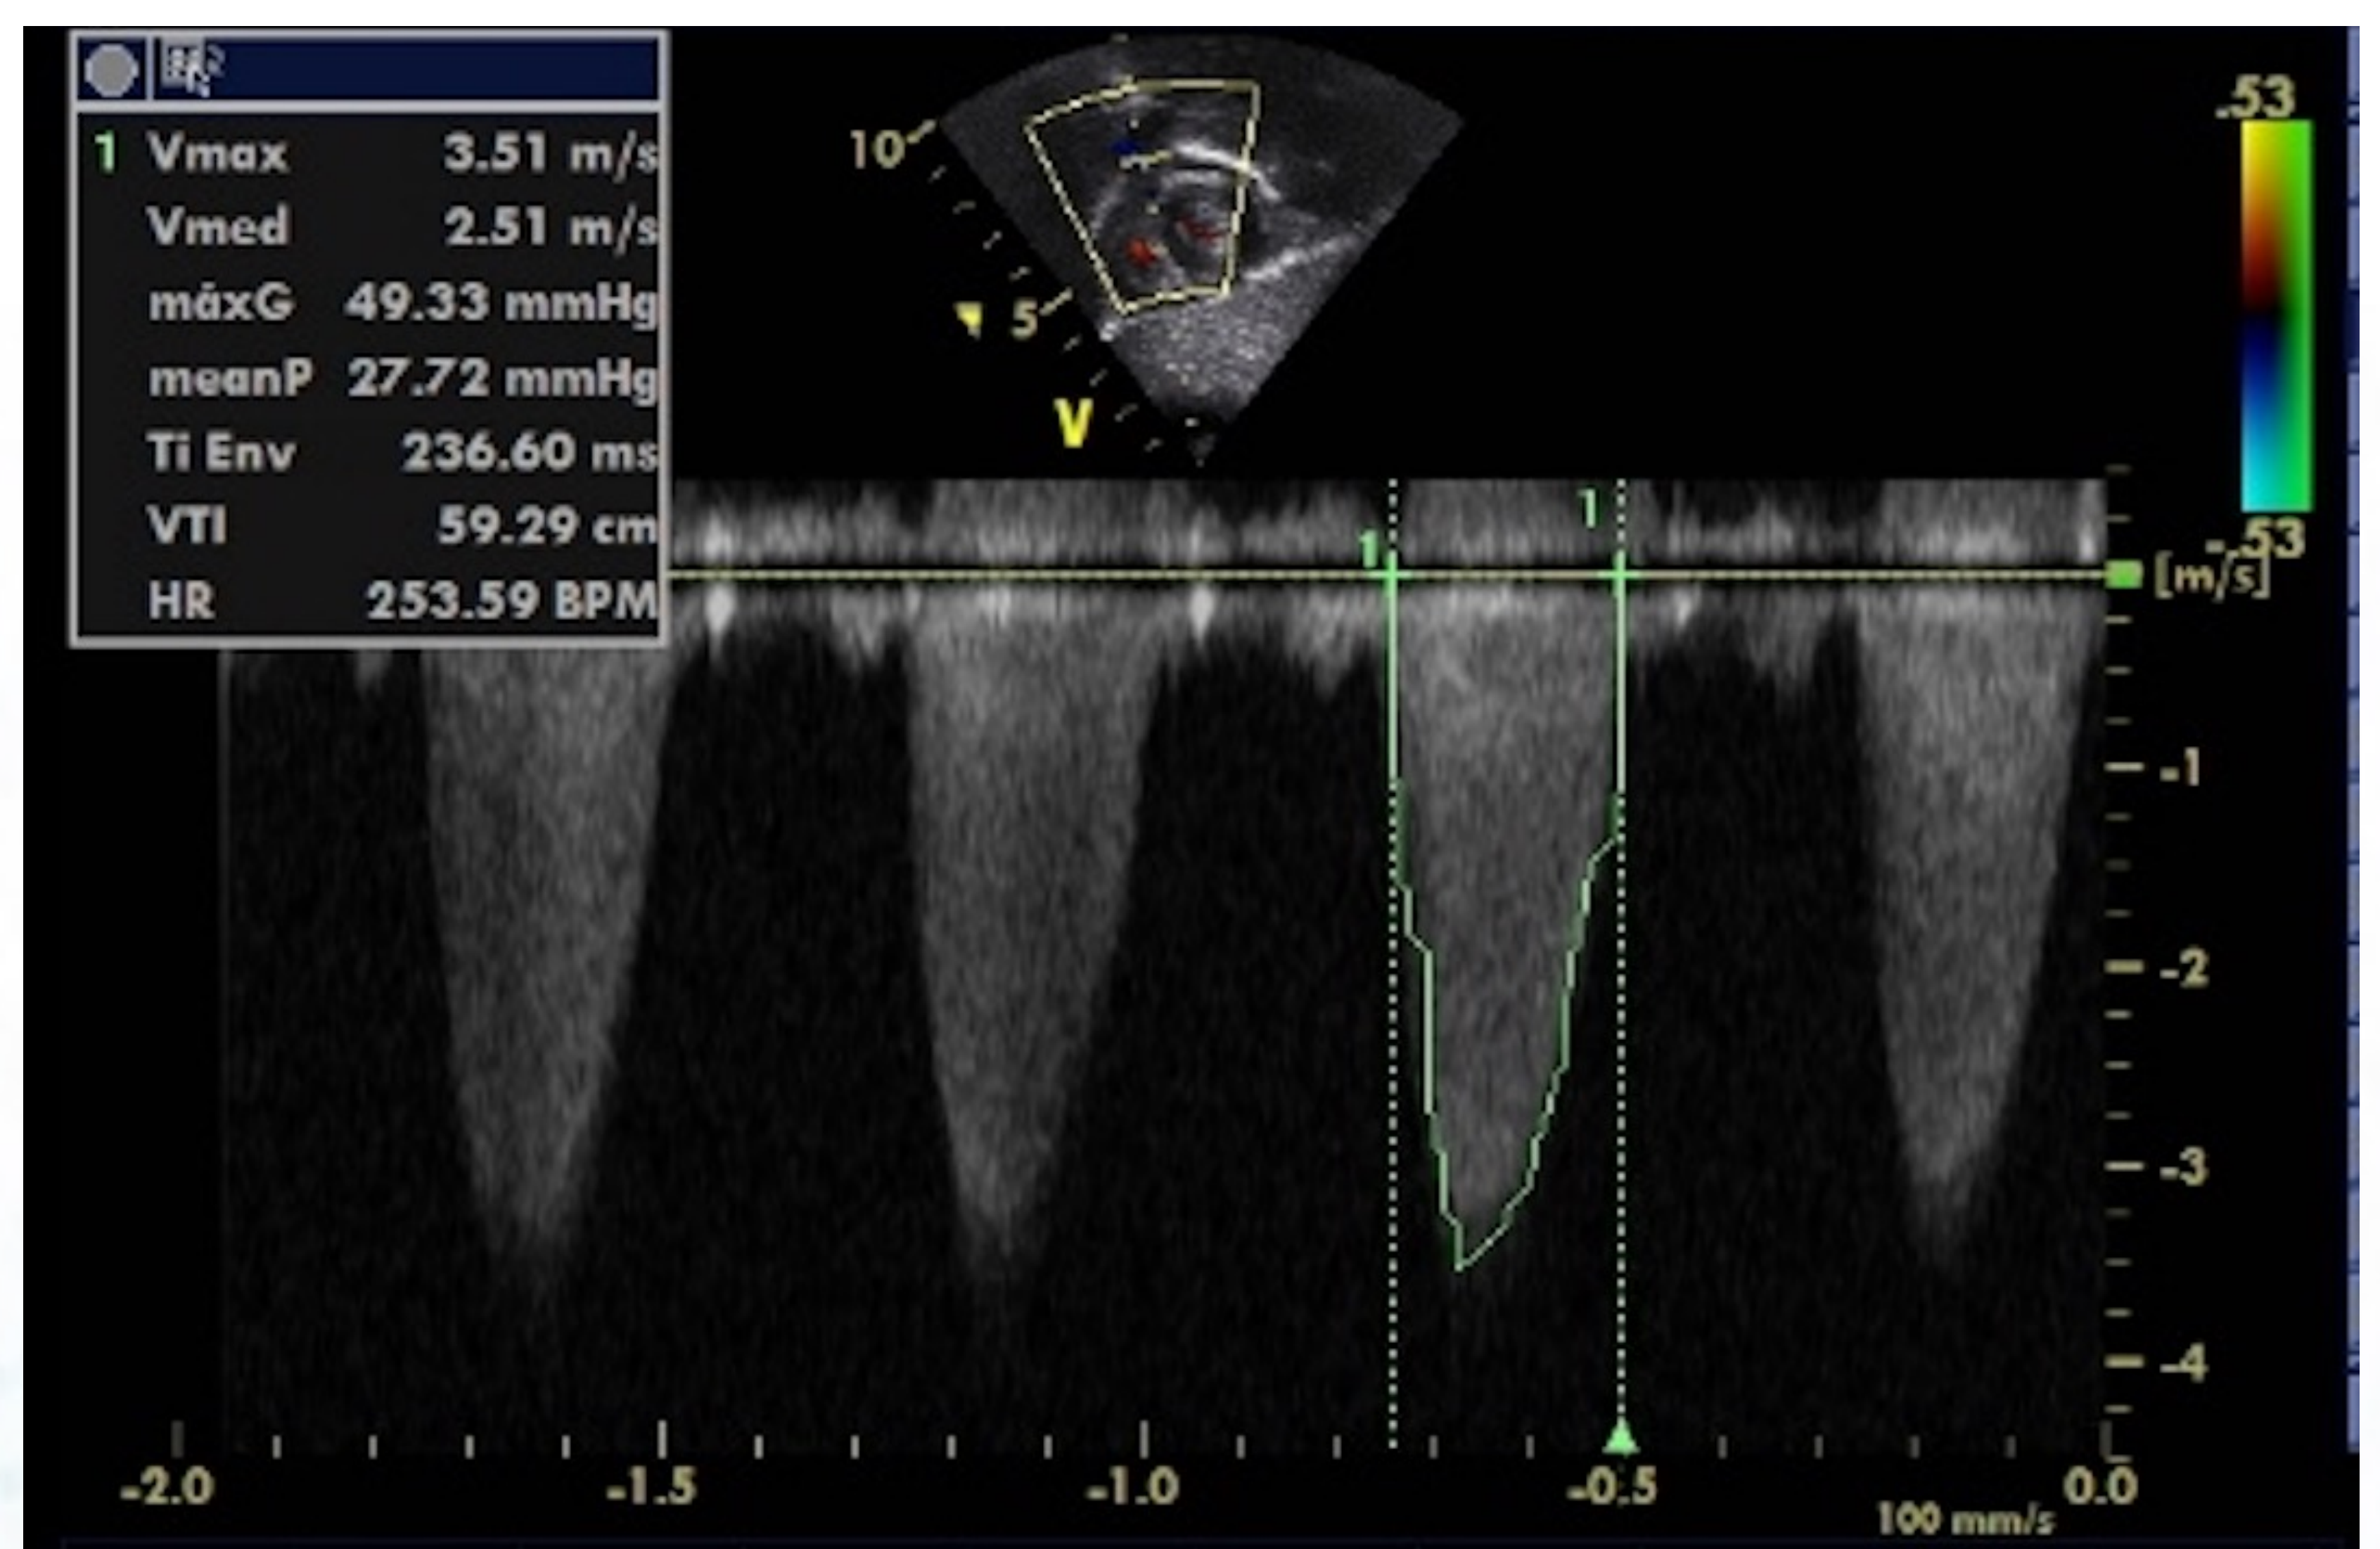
Ecocardiografía con medición de gradiente máximo de 49 mmHg y de gradiente medio de 27 mmHg compatibles con estenosis pulmonar moderada
